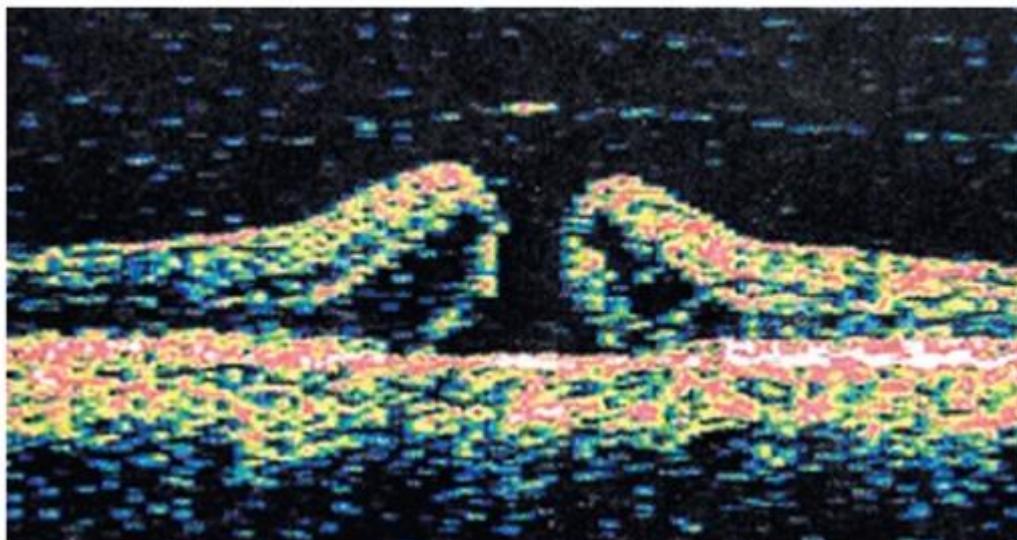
Оптическая когерентная томография разрыва макулы.
